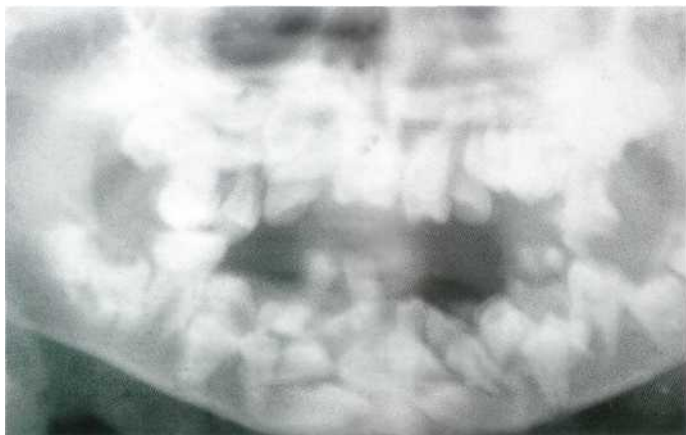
Displasia cleidocraneal. Ortopantomografía que nos muestra múltiples dientes definitivos y supernumerarios incluidos.
